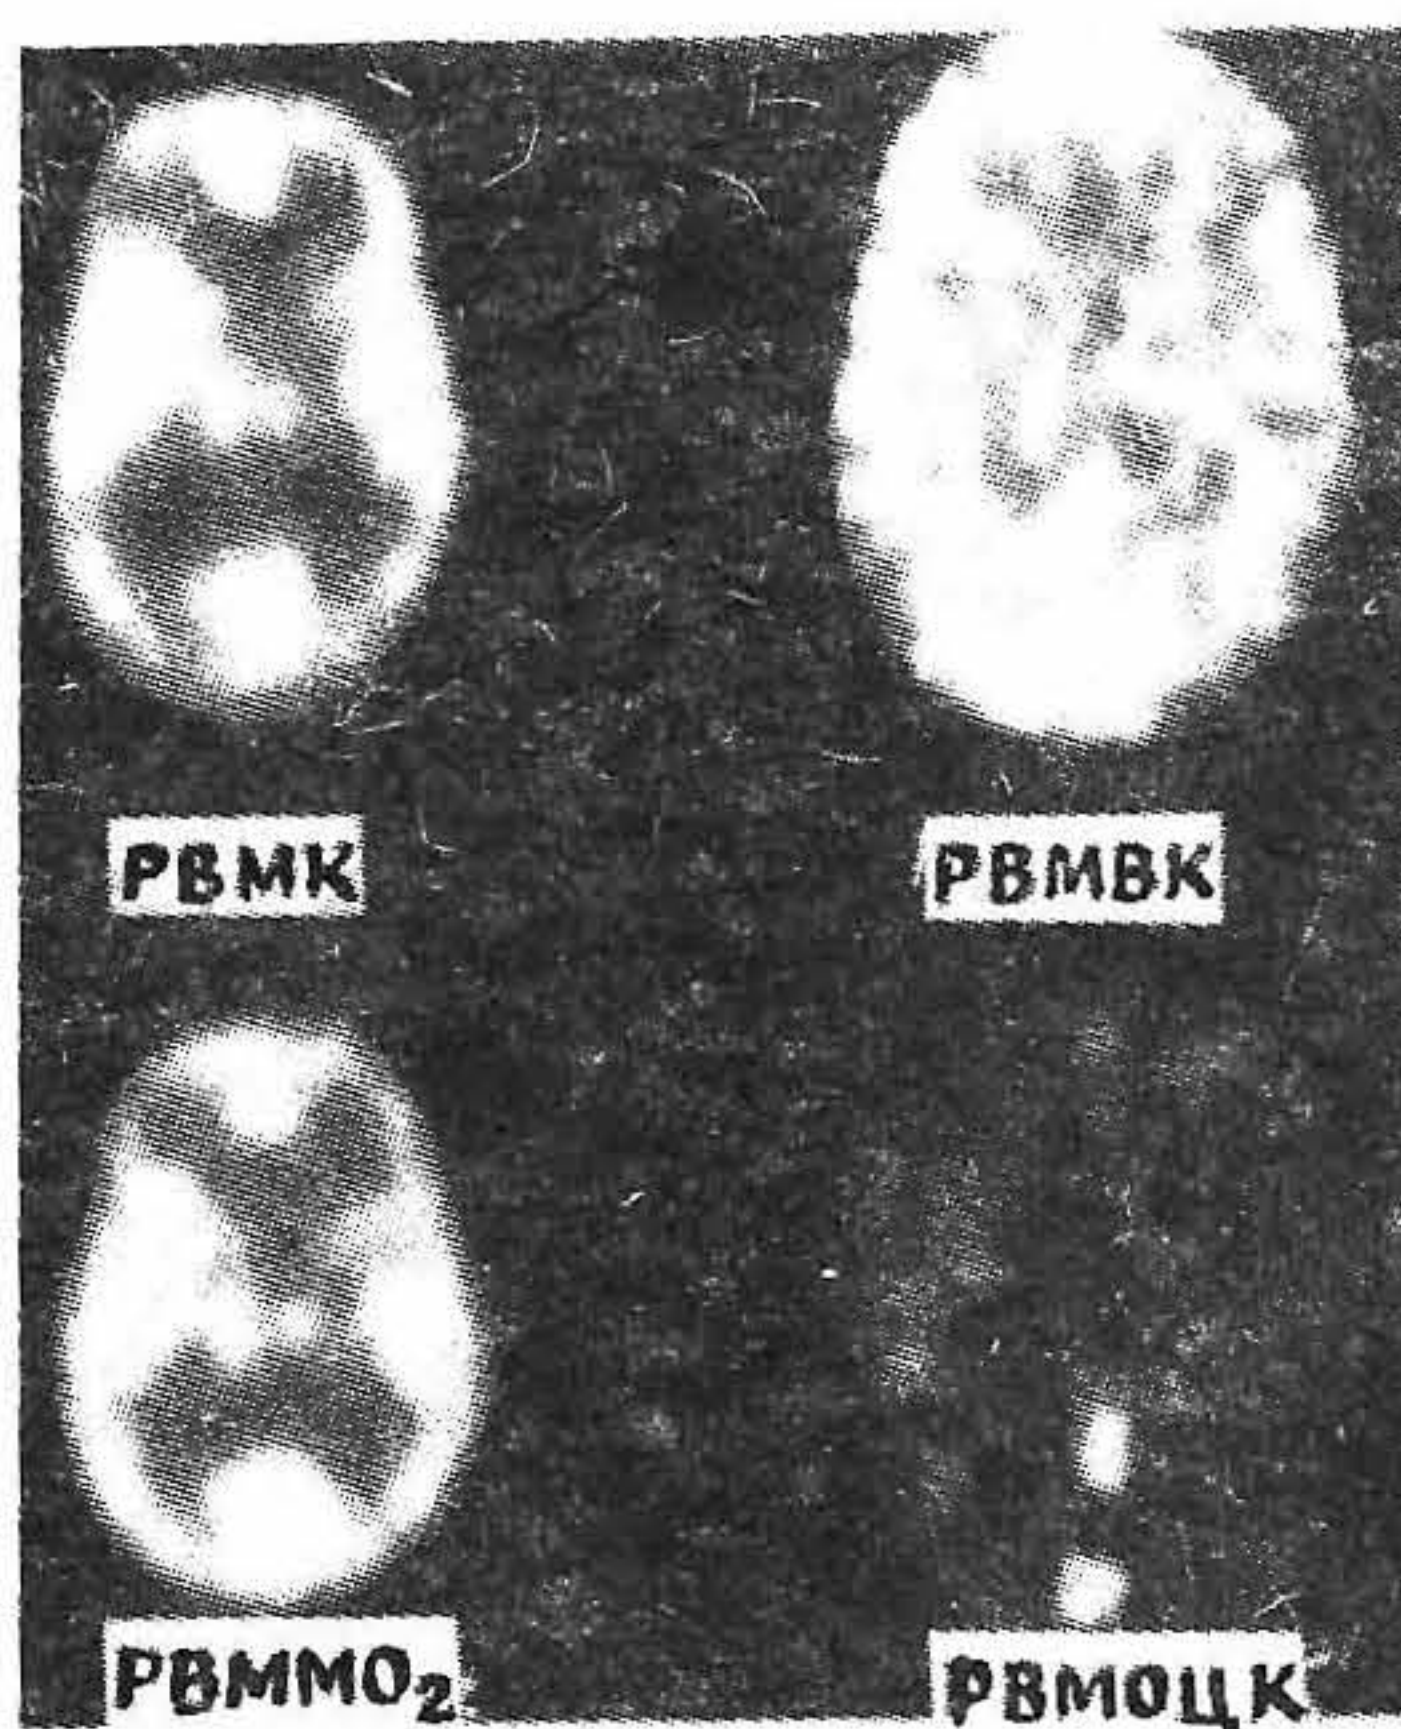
ПЭТ-визуализация областей регионального внутримозгового кровотока (РВМК), регионального внутримозгового метаболизма кислорода (РВММО₂), регионального внутримозгового выделения кислорода (РВМВК) и регионального внутримозгового объема циркулирующей крови (РВМОЦК), полученные с помощью C^{15}O_2 , ^{15}O и C^{15}O . (Из работы [6.136].)
